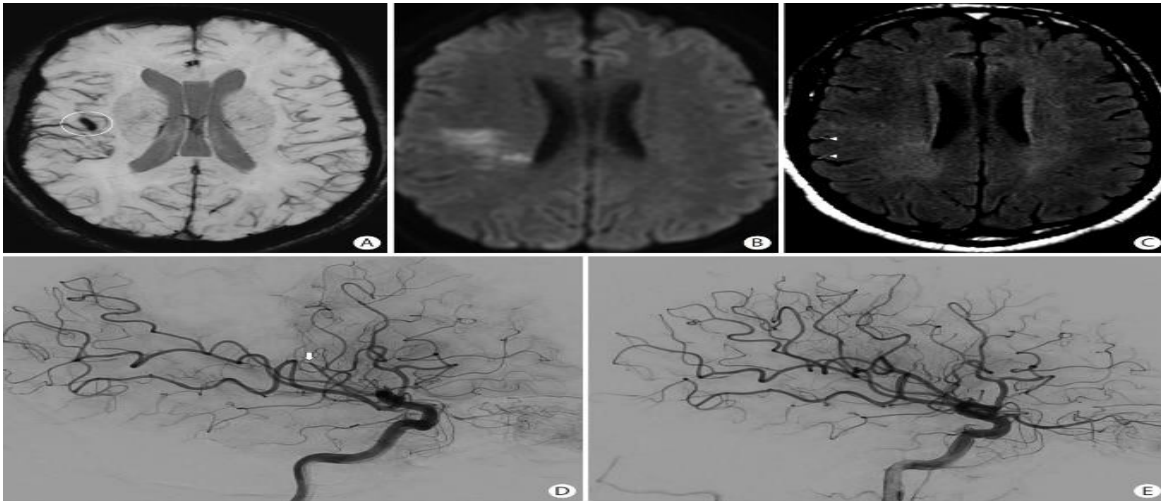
Hallazgos de resonancia magnética en el accidente cerebrovascular isquémico agudo. (A) Imágenes axiales ponderadas por susceptibilidad que muestran un efecto de "blooming" (círculo blanco) en la cisura de Silvio derecha debido a (D) una oclusión del segmento M2 (flecha blanca) confirmada en el angiograma cerebral. (B) Imágenes axiales ponderadas en difusión (DWI) mostrando áreas de difusión restringida con (C) ninguna hiperintensidad significativa en inversión de recuperación atenuada por líquido (FLAIR) (discrepancia DWI-FLAIR). (C) Observación del "signo de vasos hiperintensos" en FLAIR como resultado de flujo lento o retrógrado (puntas de flecha). (E) Se realizó trombectomía mecánica con recanalización de la oclusión distal del segmento M2.
